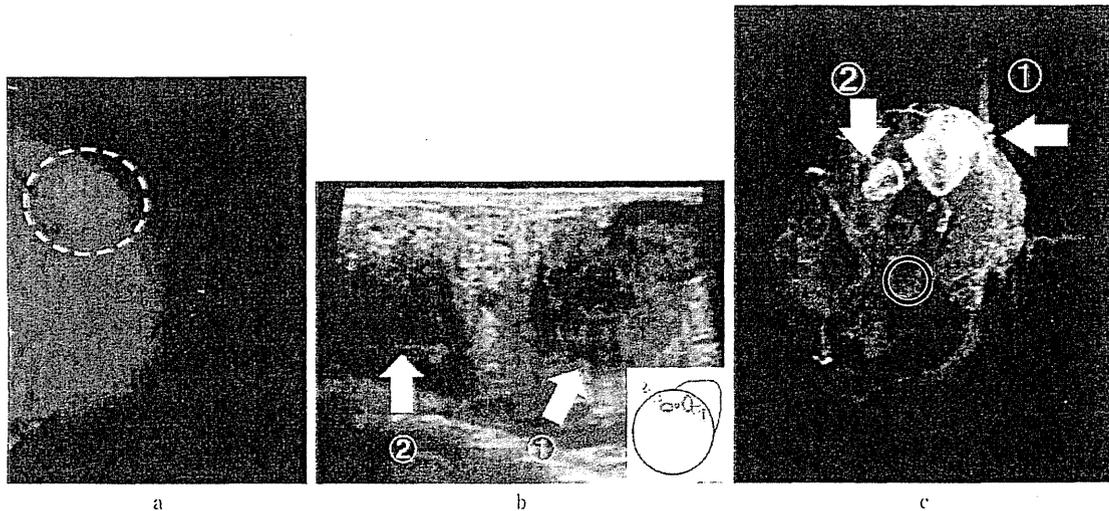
左乳癌のMMG (a) とUS (b) と造影MRI T1強調画像MIP (c)
